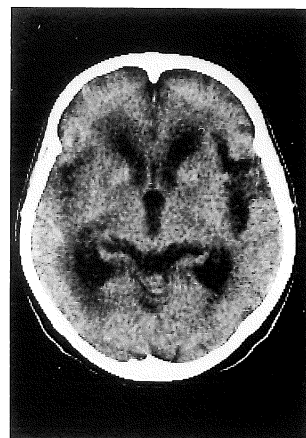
CT obtained 24 days after admission shows brain atrophy and periventricular low-density. Basal ganglia shows slight high-density. The low-density in the cerebral cortex has become inconspicuous as compared with Fig.1.
